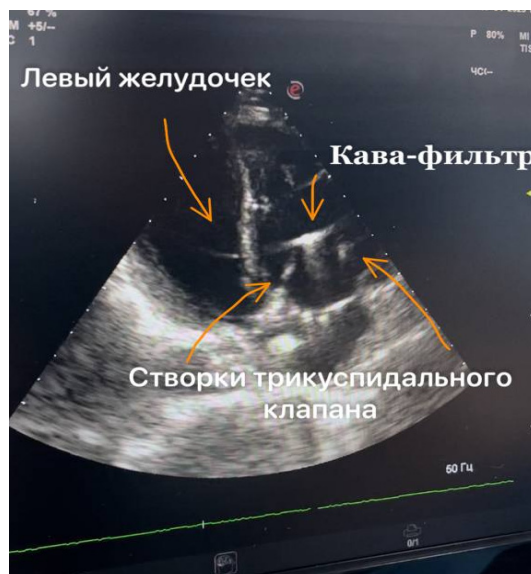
Эхокардиография. Инородное тело в полости сердца
